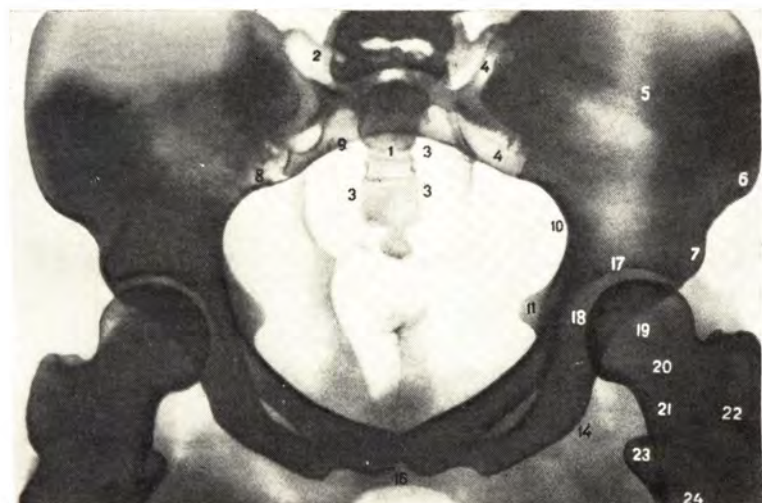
Рентгенограмма таза с указанием анатомических названий костей (из атласа В. П. Воробьева).
